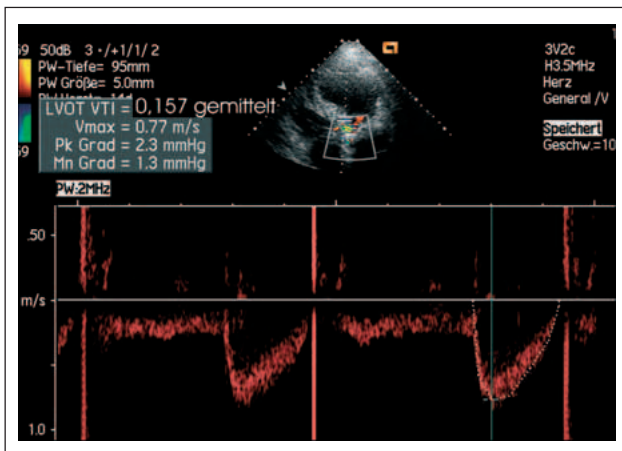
Gepulster Doppler des linksventrikulären Ausflußtraktes (LVOT): niedrige Geschwindigkeit, niedriges Velocity-Time-Integral (VTI). Das Verhältnis LVOT-VTI/Aortenprothesen-VTI von nur 0,23 ist niedrig (normal bei Zweiflügelklappenprothesen 0,41 ± 12), woraus sich bei einem LVOT-Durchmesser von 20 mm eine errechnete Prothesenöffnungsfläche von 0,73 cm² ergibt.
